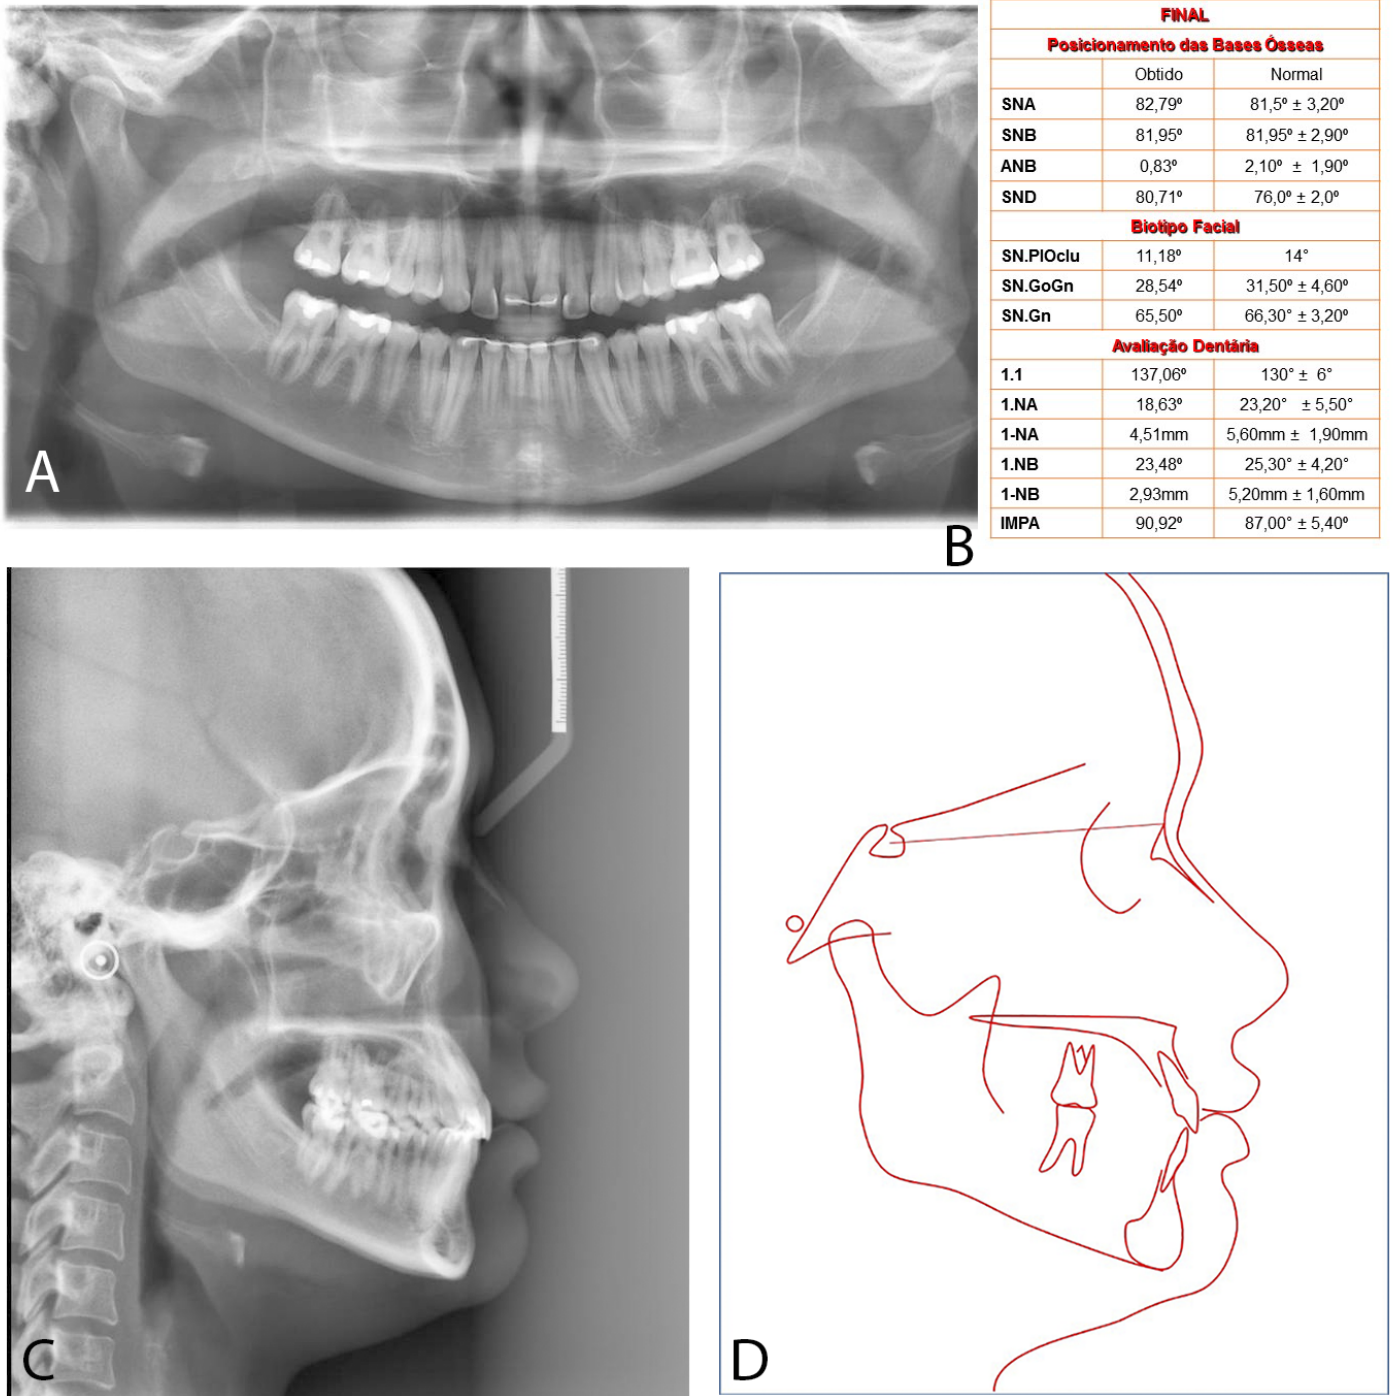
(A) Radiografia panorâmica, (B) dados cefalometricos, (C) terradiografia final e (D) Traçado cefalométrico final.
